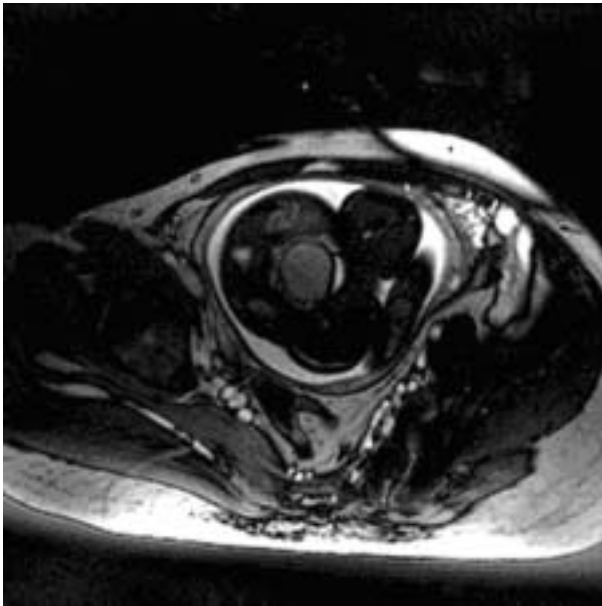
T2-weighted transverse MR image shows a well defined cystic mass (arrow) anterior to the sacrum (curved arrow) and posterior to the bladder (arrowheads), suggesting that it is dilated uterus.
